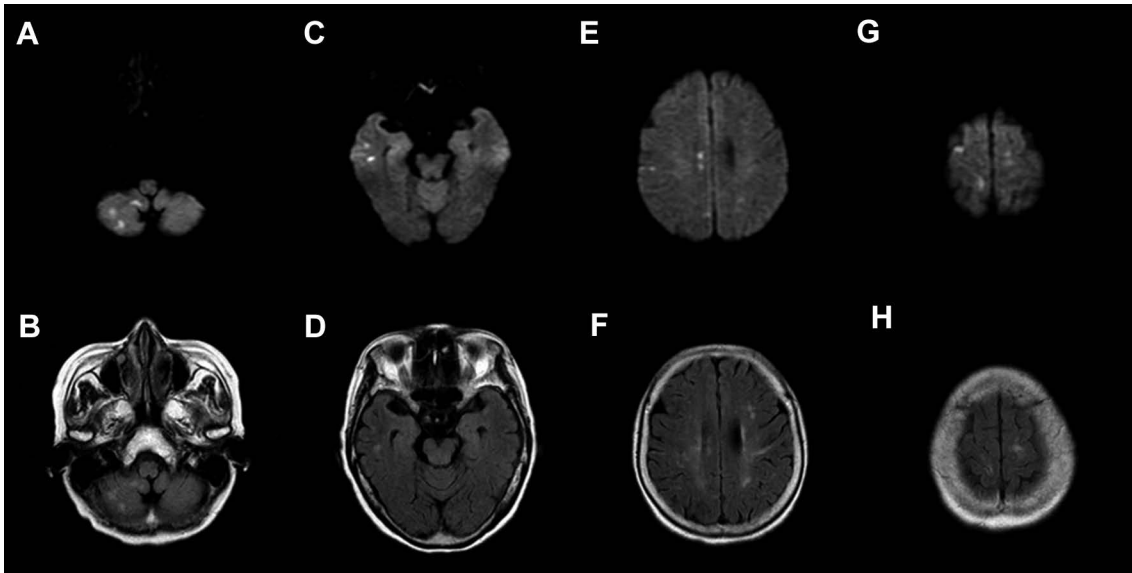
Brain magnetic resonance image (MRI) findings at the first admission (November, 2012).
